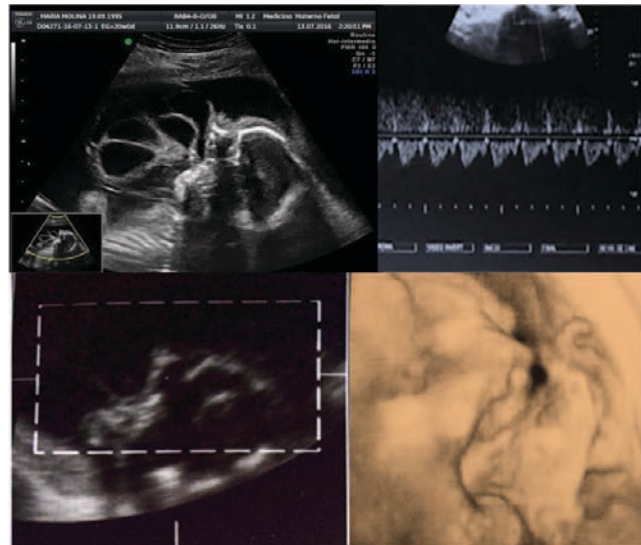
Corte sagital de tumoración y Doppler. Imagen 3D.
